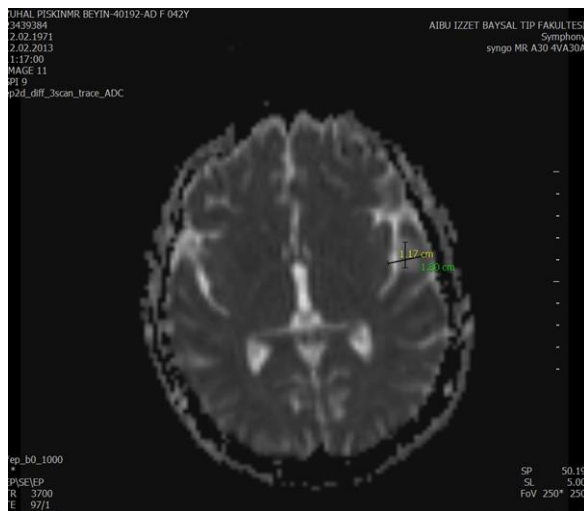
Diffusion-weighted MRI showed a restricted diffusion area involment size of 1.5x1.1 cm regular shape which is located on the left superior temporal gyruse.
